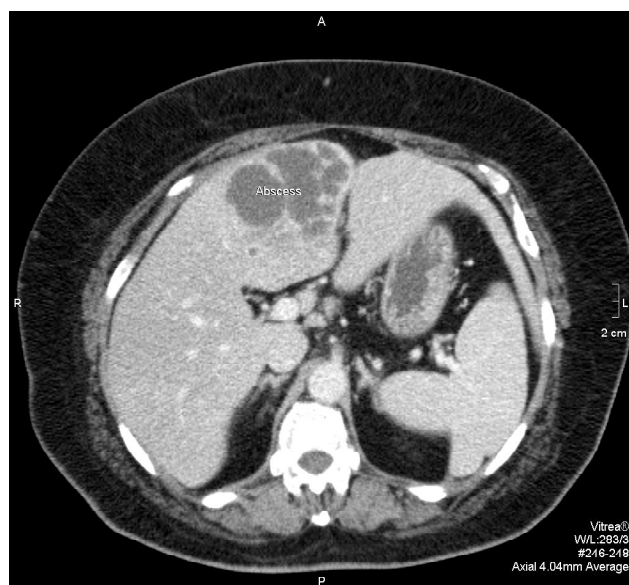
Абсцес печінки діагностований СКТ.
